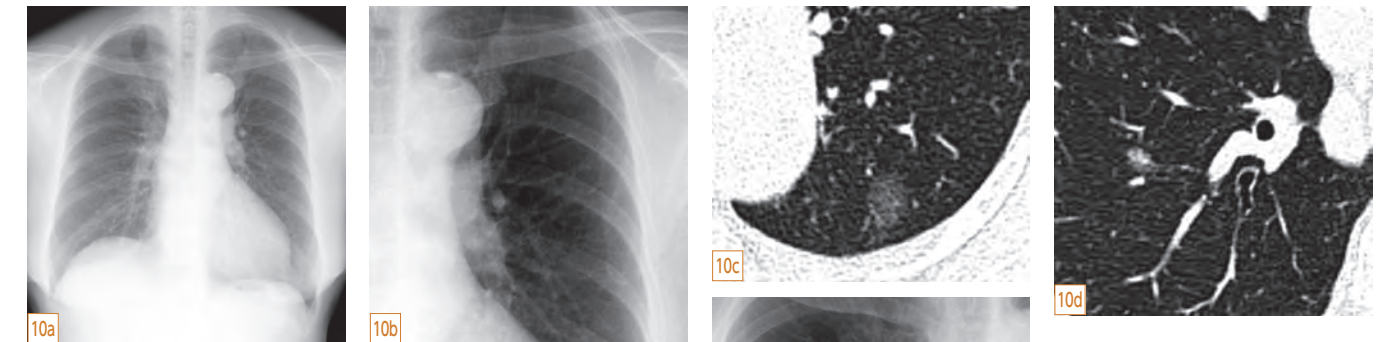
c 左肺上葉S1+2 に径14mm大のすりガラス影を呈する結節が見られ、典型的な野口 Type Aの腺癌です。かつては細気管支肺胞上皮癌といわれました。単純X線写真では描出されません。
